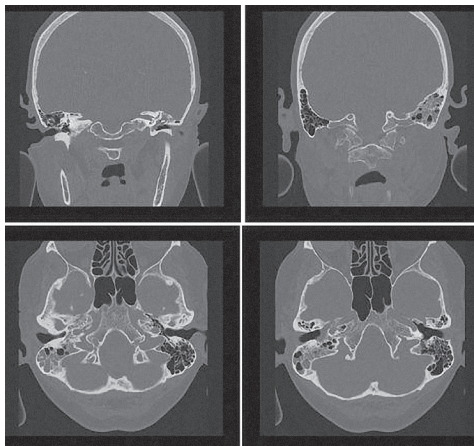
Компьютерная томография височных костей при экссудативном отите
